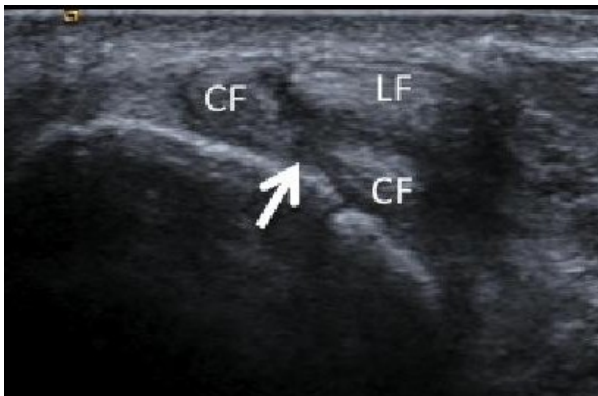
tendons fibulaires, coupe échographique axiale rétro-malléolaire. Il existe une fissuration du court fibulaire (cf). Des manœuvres dynamiques en éversion contrariée confirment le caractère réel de la fissuration et dépistent une éventuelle instabilité tendineuse associée
